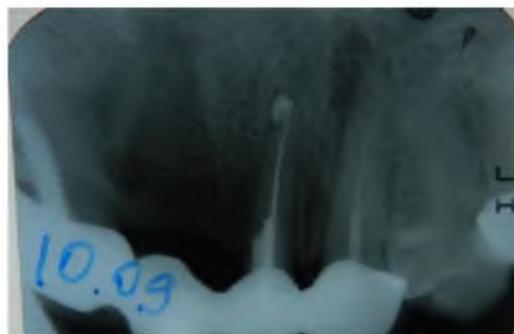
Рентген снимок, сделанный в первое посещение пациента Н. перед эндодонтическим лечением.
